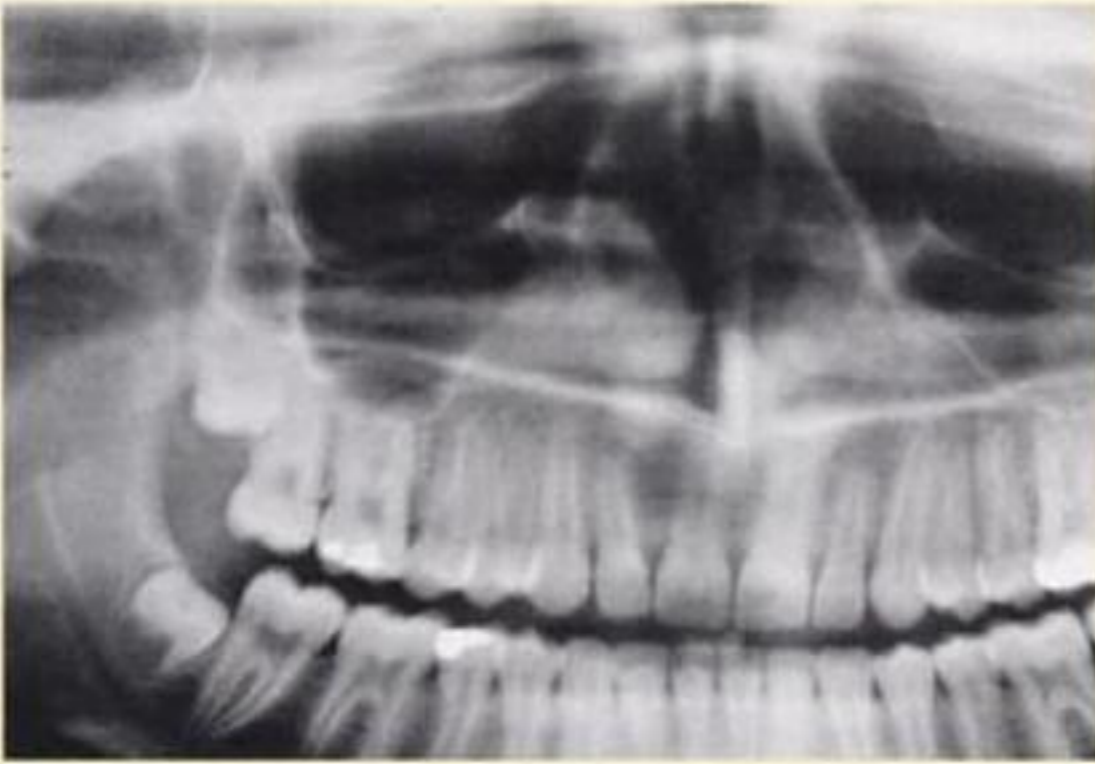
a. Germenectomía de un 48: radiografía panorámica que evidencia la presencia de gérmenes del 38 y del 28 con formación sólo de la corona.
